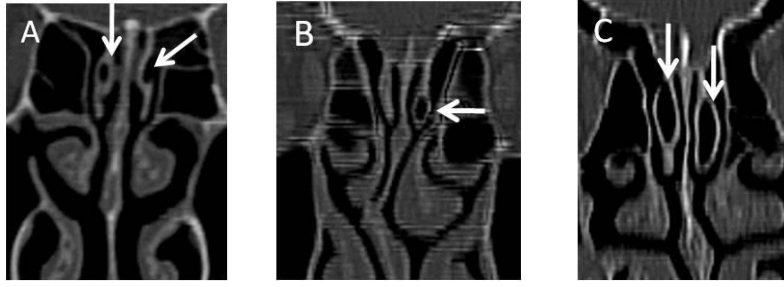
Konka bülloza (orta) tiplerine ait olgu örnekleri. Koronal BT’de orta konkada A) bilateral vertikal lameller tip konka bülloza görülüyor (düz oklar). Ayrıca solda pnömatize unsinat proçes izleniyor (kesikli ok). B) Bilateral inferior büllöz tip ve C) bilateral ekstensif (gerçek) tip konka bülloza izleniyor (düz oklar).
